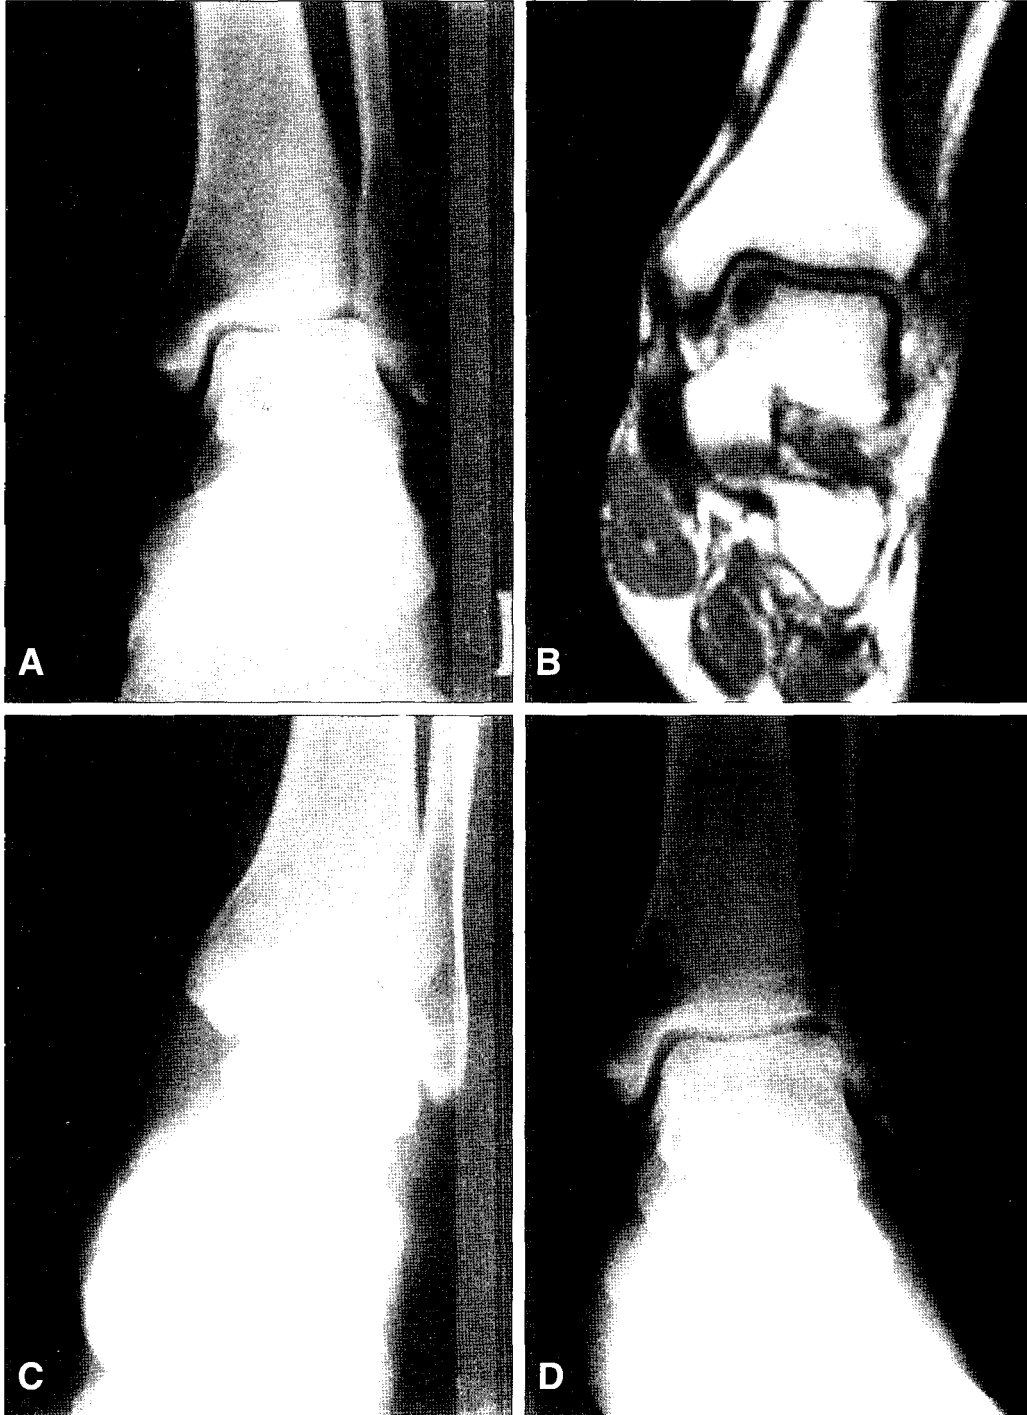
A 52-year-old female underwent arthroscopic debridement. (A) Preoperative radiograph shows subchondral radiolucent lesion and loose cartilage fragment in the medial talar dome. (B) Coronal MRI shows decreased signal that is consistent with separation of articular cartilage. (C) Immediate postoperative radiograph shows much lower signal on the lesion. (D) Eighteen months follow-up radiograph shows normal signal on the previously operated lesion.
